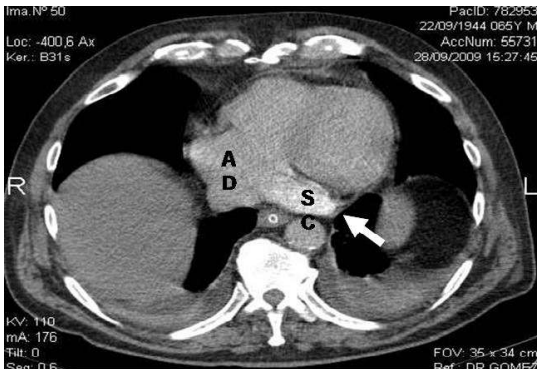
Tomografía axial computada contrastada que muestra VCSIP drenando en aurícula derecha (A) a través del seno coronario (S)
